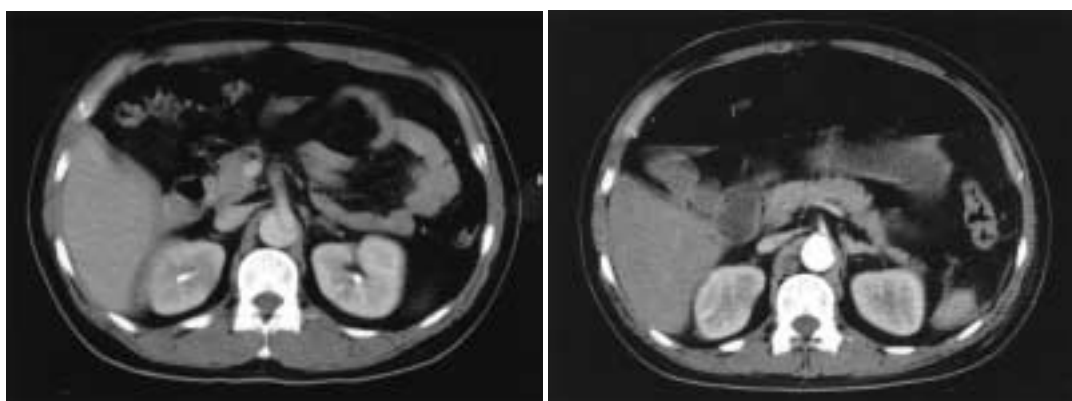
CT findings at SMA level of case 1
